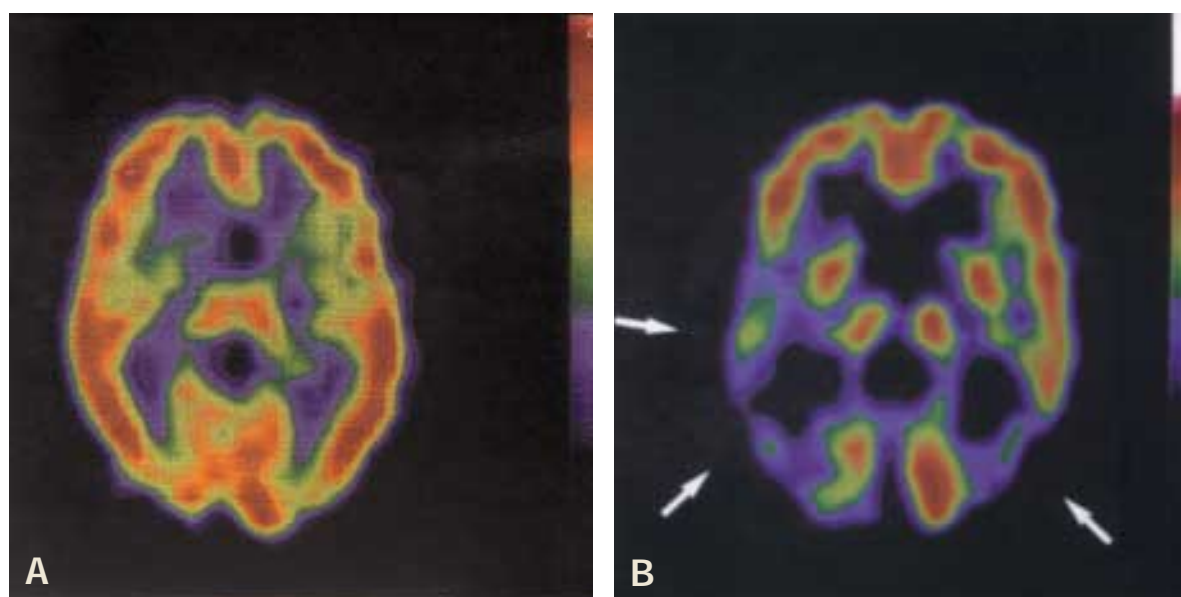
A. SPECT d'una persona normal. B. SPECT d'un pacient d'Alzheimer. Font: Dr. F. Lomeña.
